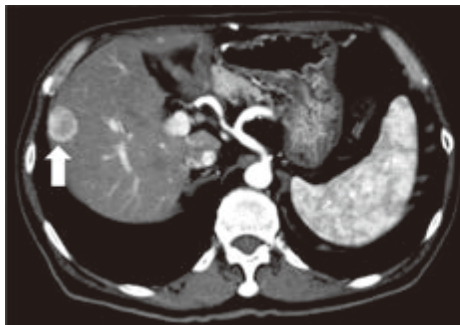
Computed tomography (CT) findings : There is a mass of 26×24mm with a clear boundary in liver segment S8. In the early phase, there are high-intensity areas inside and at the margins of the mass (a). In the late phase, it is seen as a low-density area (b).
